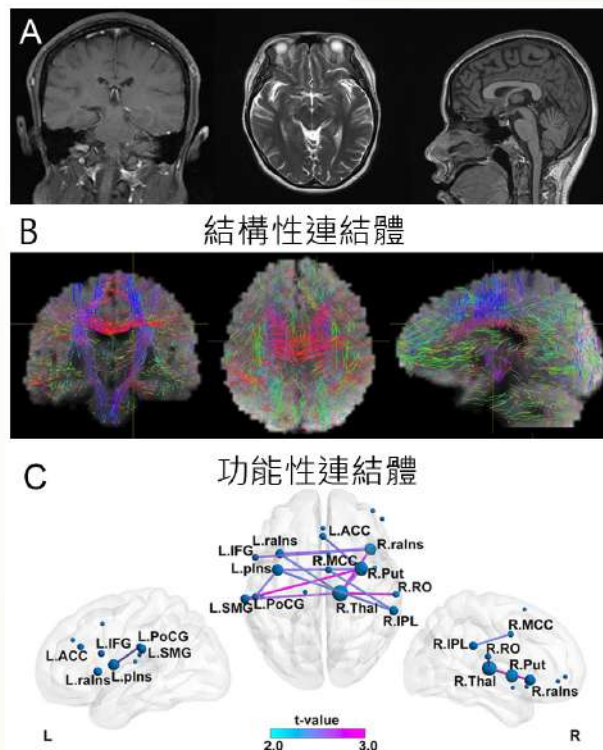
（A）神經痛病人接受高解析度磁振造影檢查（3T MRI），包括x,y,z三軸成像。（B）以擴散向量影像（diffusion tensor imaging）分析結構性連結體（structural connectome）。（C）以功能性磁振造影，分析功能性連結體（functional connectome），神經痛病人和健康人，有不同的疼痛網路連結。（修改自參考文獻2，感謝江明彰醫師提供照片）
